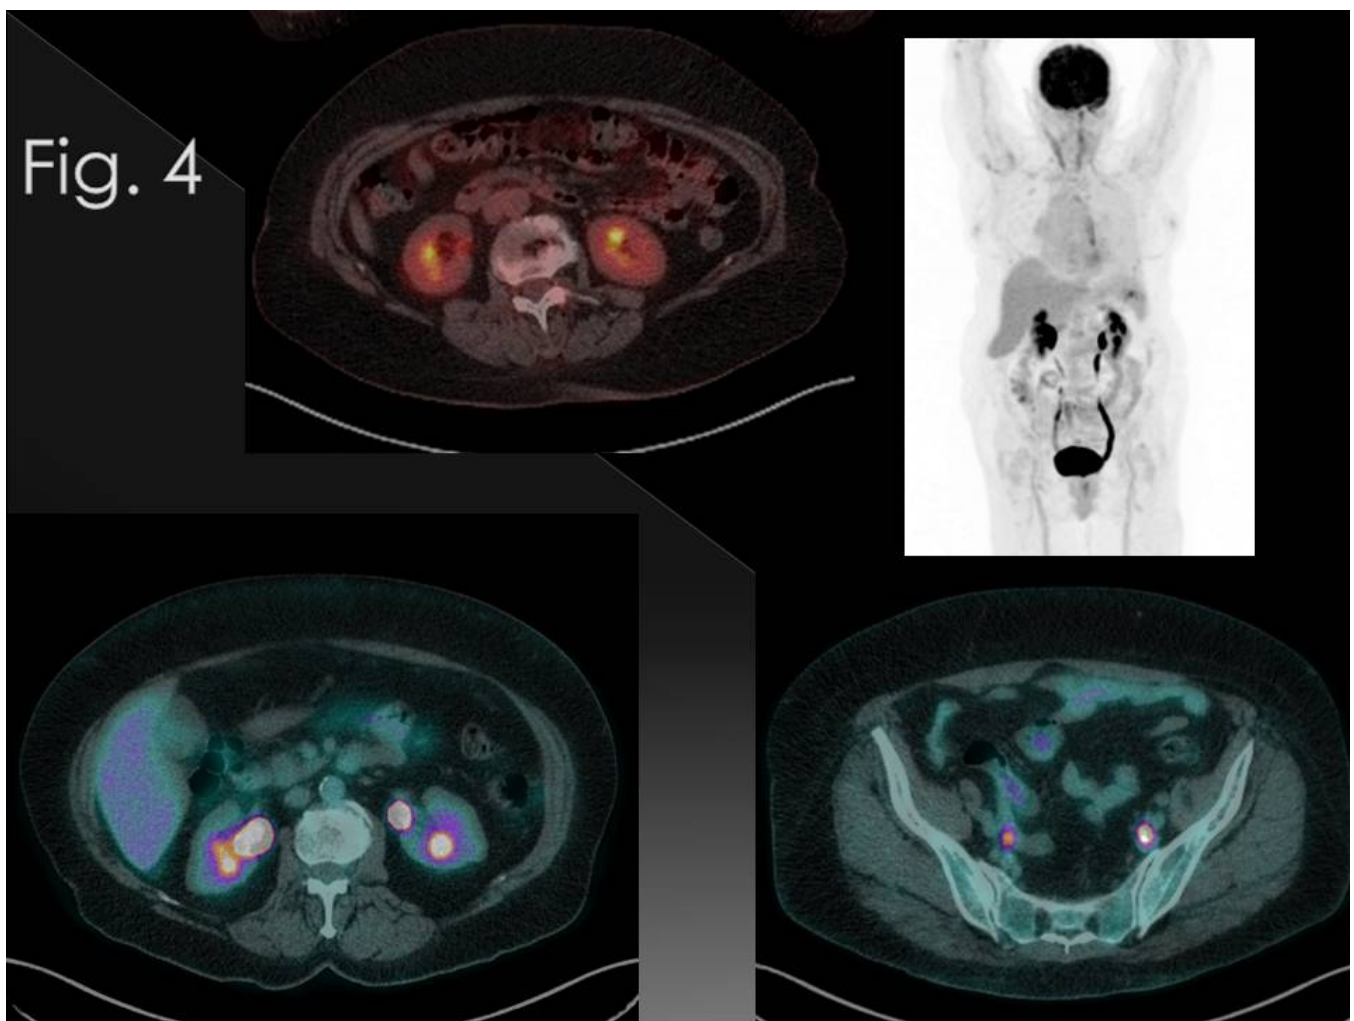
Imágenes de fusión PET/TC y MIP coronal PET donde se observa la captación y excreción de la ^{18}F -FDG del sistema urinario.
